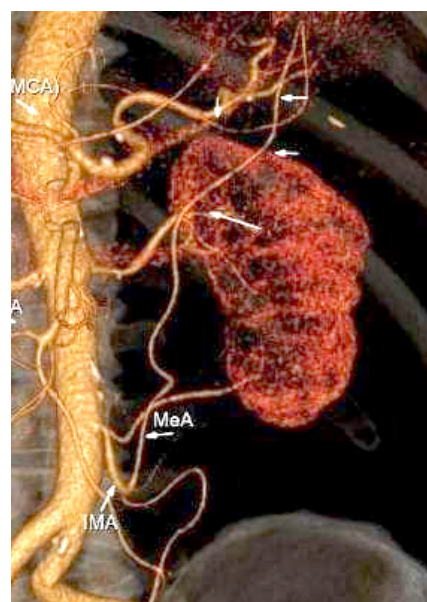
3Д-КТ-ангіографія: артерія Мошковіча позначена стрілками (MeA), IMA – нижня брижова артерія, MCA – середня ободова артерія.
